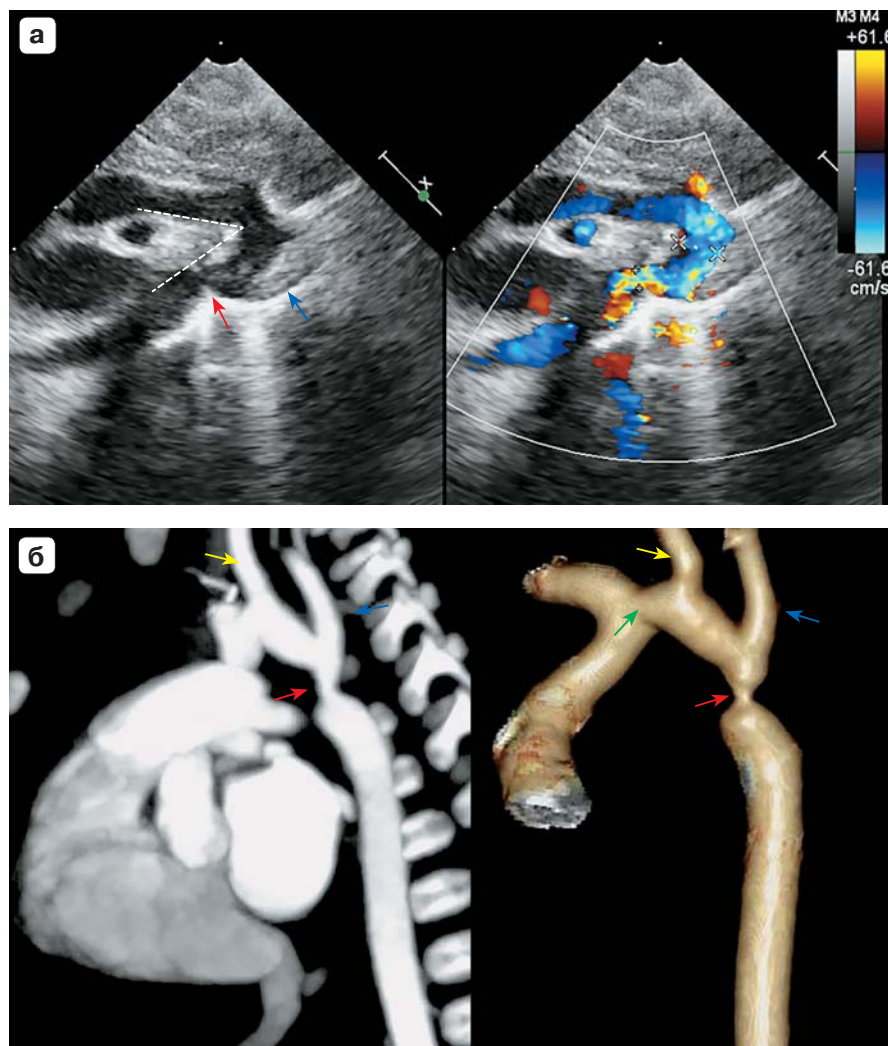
Визуализация готической дуги аорты с предуктальной коарктацией методами ЭхоКГ с ЦДК (а) и КТ сердца (б). а – пациент А., 11 дней. При проведении ЭхоКГ из супрастеральной позиции выведена дуга аорты, выполнена морфометрия всех ее отделов, визуализирована деформация дуги с формированием острого угла между восходящей и нисходящей аортой – готическая дуга (белая пунктирная линия), визуализирована левая подключичная артерия (синяя стрелка). Определена КоАо (красная стрелка), локализованная после отхождения левой подключичной артерии. Диаметр аорты на уровне сужения до 2 мм (Z-score –4,83). При проведении ЦДК отмечается ускорение кровотока на уровне сужения. В рамках предоперационного планирования ребенку выполнено КТ сердца; б – тот же пациент. КТ сердца в условиях медикаментозной седации с болюсным контрастированием, без ЭКГ-синхронизации, артериальная фаза, кососагиттальная плоскость, режимы MIP и 3D-реконструкции. По данным КТ КоАо (красная стрелка) локализована после отхождения левой подключичной артерии (синяя стрелка). Диаметр аорты на уровне сужения 1,7 мм (Z-score –4,87). Также визуализированы брахиоцефальный ствол (зеленая стрелка), левая общая сонная артерия (желтая стрелка) и левая подключичная артерия (синяя стрелка).
